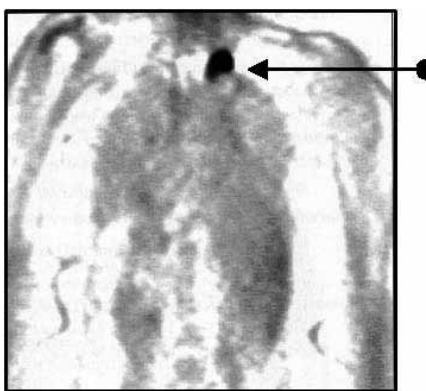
Результат ПЭТ-исследования. Выявление рецидивной опухоли верхушки левого легкого
